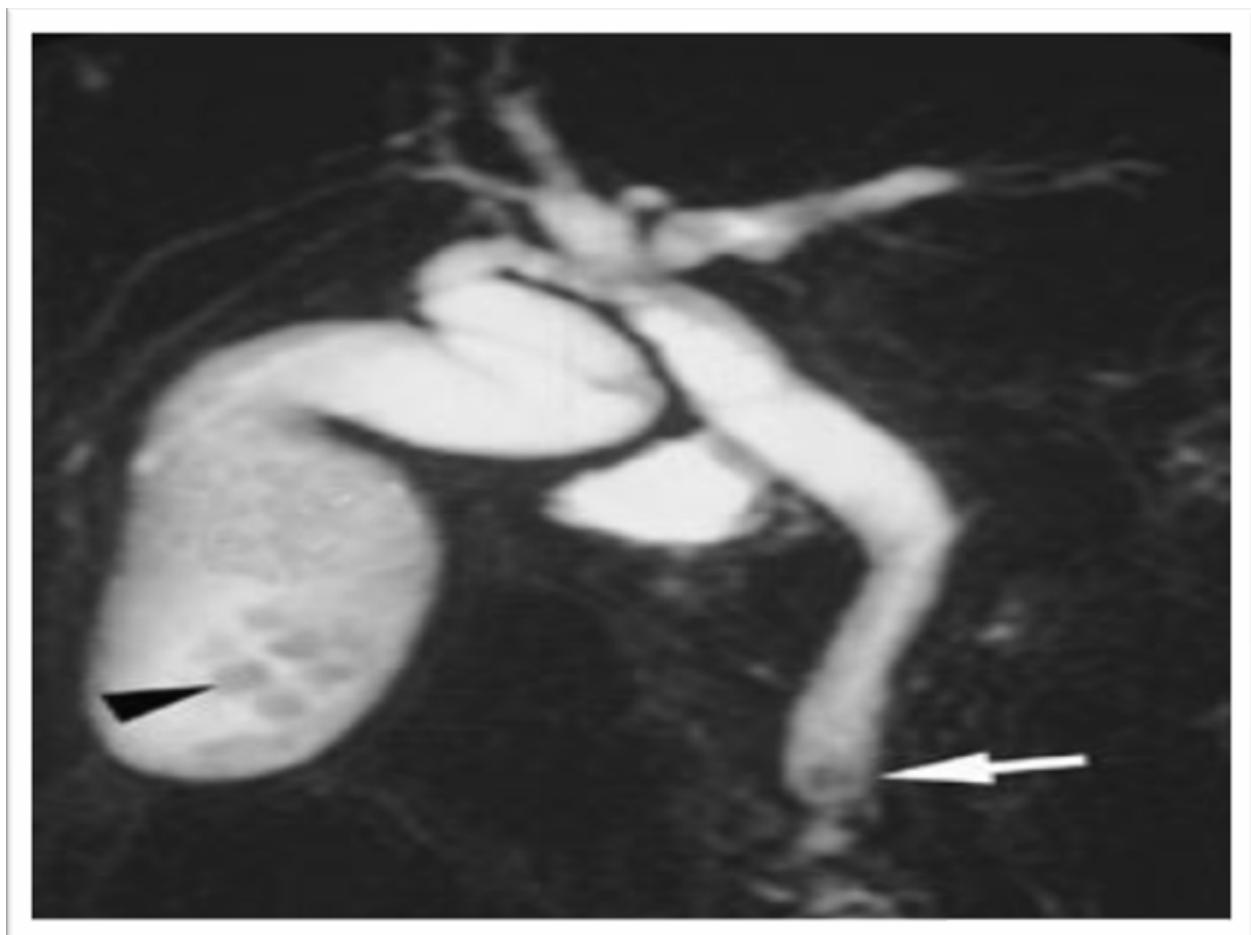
Cholangio-IRM montrant des Calculs du bas cholédoque. Les coupes coronales épaisses montrent une hypointensité floue du bas cholédoque (flèche) et la présence de calcul vésiculaire (tête de flèche)
